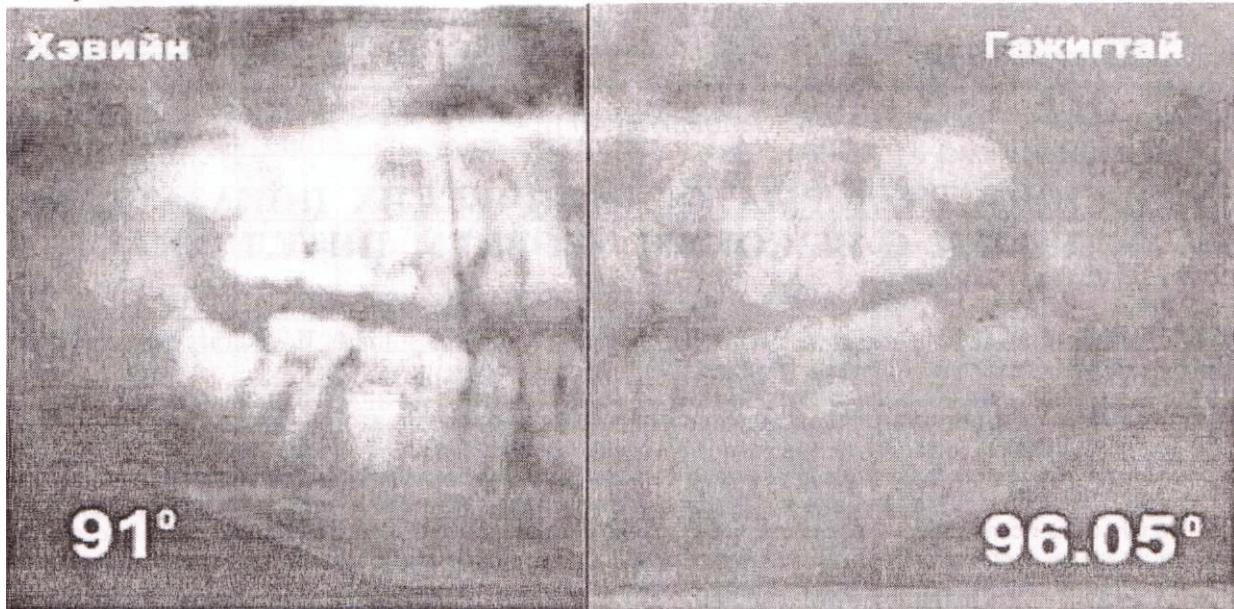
На панорамной рентгенограмме показана разница угла наклона клыка при нормальном и аномальном прорезывании клыка у двух детей 11 лет
